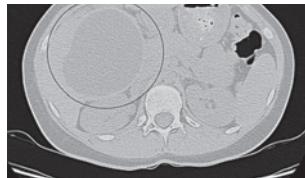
Компьютерная томография органов грудной клетки от 25.06.2021 (КТ ОГК до начала лечения)
